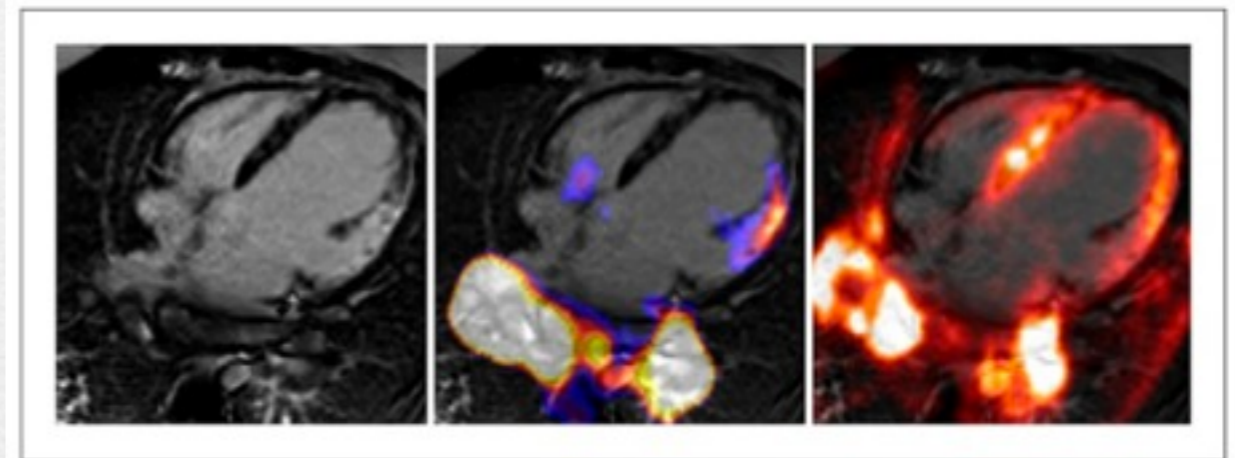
PET/MR images of patient who was referred to our institution because of suspected cardiac sarcoidosis. On 4-chamber view, patchy late gadolinium enhancement can be observed in basal lateral wall (left). In this region, upregulated glucose metabolism (middle) and reduced myocardial perfusion (right) can be observed indicating active inflammation. Also, increased ^{18}F -FDG uptake can be seen bilaterally in hilar lymph nodes.
